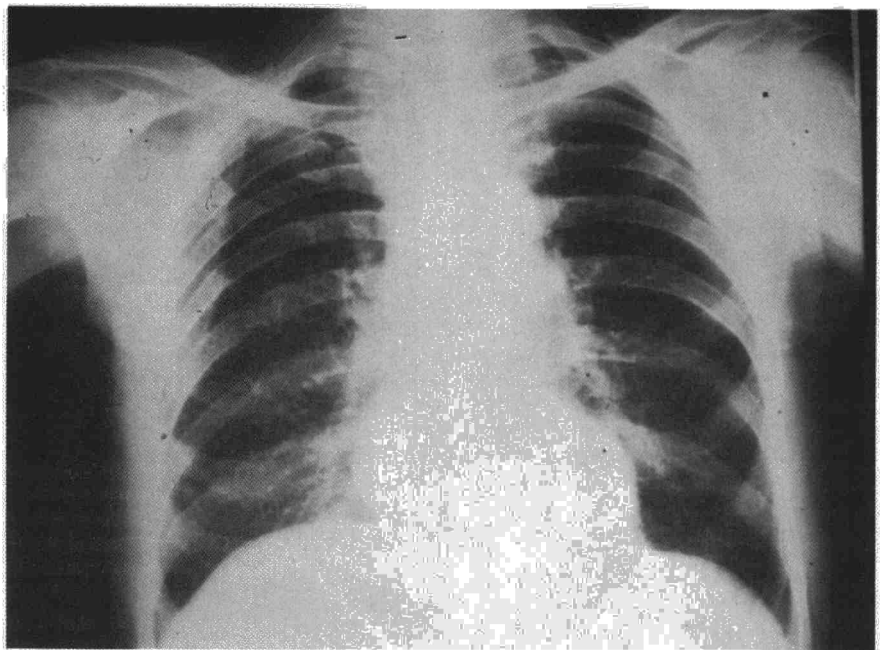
Radiografía PA de Tórax. Se observa un patrón «reticulonodular» en ambas bases.
